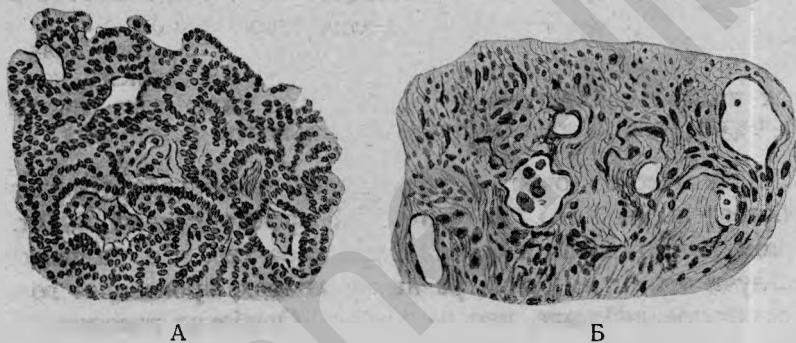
Влияние x-лучей на раковые клетки (по Тимофееву). А—срез раковой опухоли в случае, леченном рентгенизацией, до лечения; вторично-солидный рак, развивающийся из первично-железистого. Б— тот же случай после дозы в 130 x фильтрованных через 1 мм алюминия жестких рентгеновских лучей; небольшие группы резко дегенерированных раковых клеток заложены в рыхлой соединительной ткани, богатой капиллярами.
